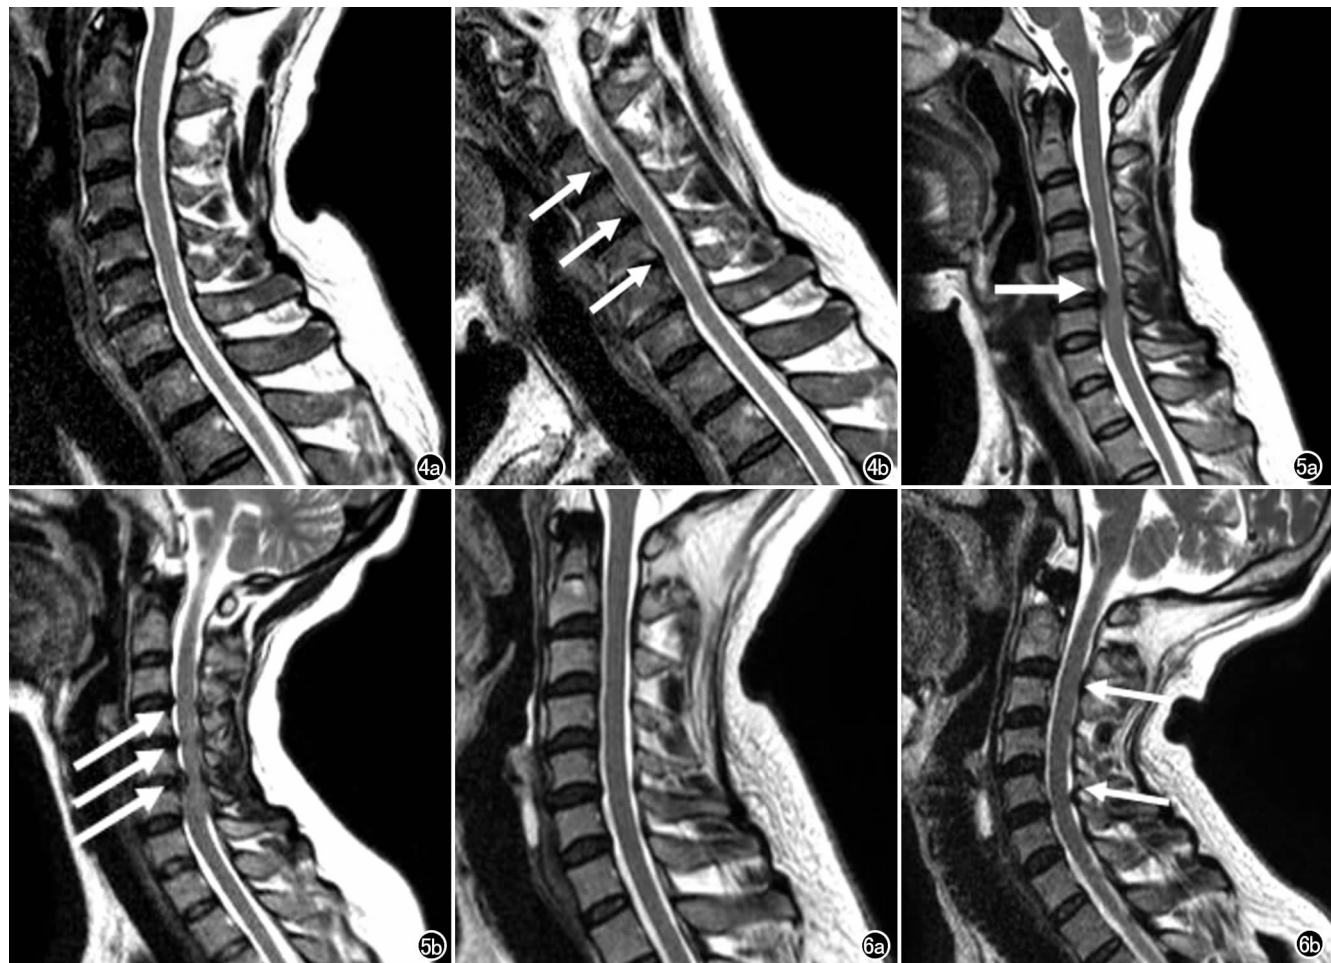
颈椎病。a) 中性自然位 MRI 示颈椎序列未见明显异常; b) 前屈位 MRI 示颈椎序列欠稳 (箭)。 图 5 椎间盘突出。a) 中性自然位 MRI 示 C₅₋₆ 椎间盘突出 (箭), 其余颈椎椎间盘未见明显突出征象; b) 后伸位 MRI 示 C₅₋₆ 椎间盘突出程度略增大, 另见 C₃₋₄、C₄₋₅ 椎间盘突出 (箭), 并见硬膜囊脊髓后间隙狭窄、脊髓受压。 图 6 颈椎病。a) 中性自然位 MRI 示椎管及硬膜囊间隙未见明显狭窄; b) 后伸位 MRI 示硬膜囊脊髓后间隙变窄消失, 并见局部黄韧带增厚 (箭), 前方脊髓后缘受压。
